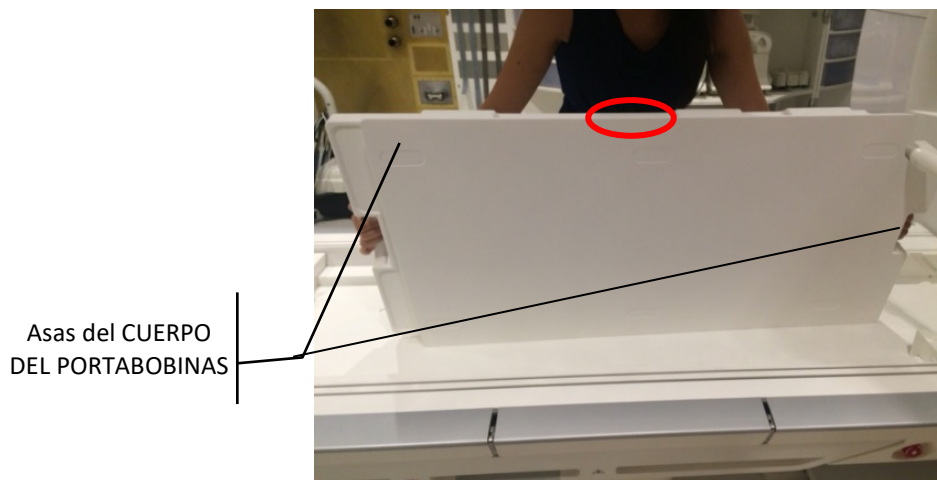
Posicionamiento del cuerpo del portabobinas sobre la mesa de RM, con el lado plano hacia arriba.
